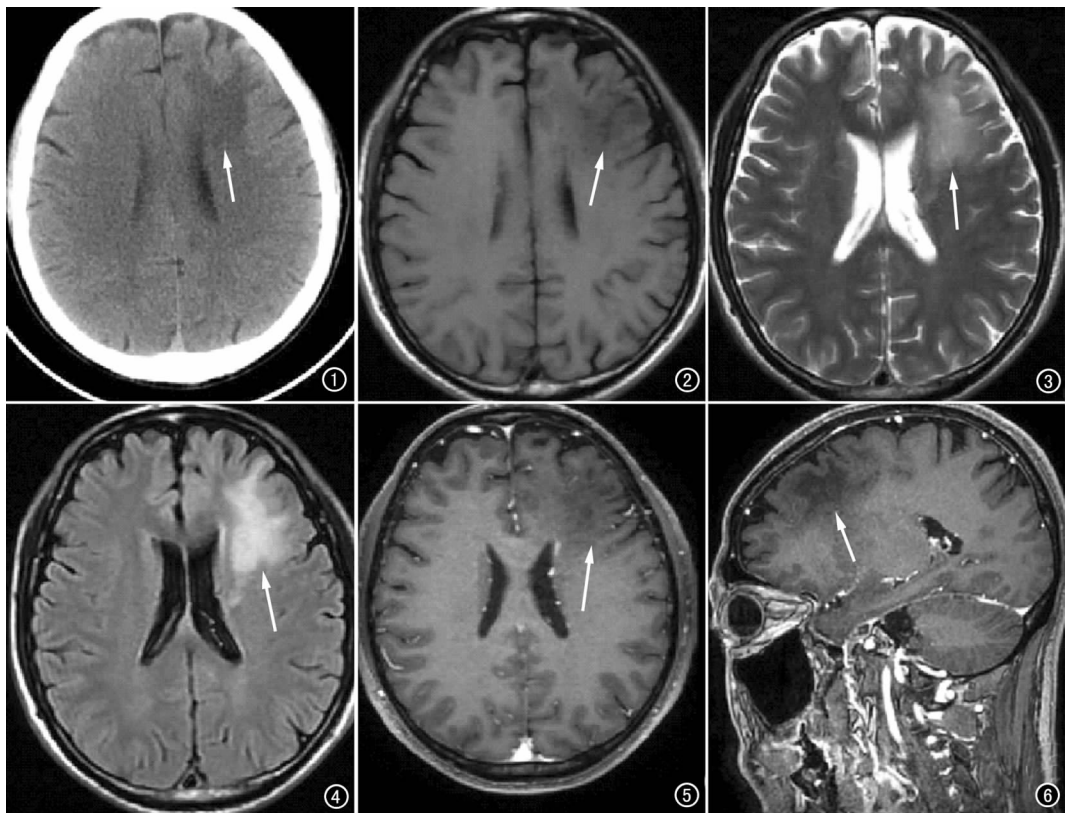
CT平扫示病变位于左侧额叶皮层下白质区,呈均匀低密度,无占位效应(箭)。
